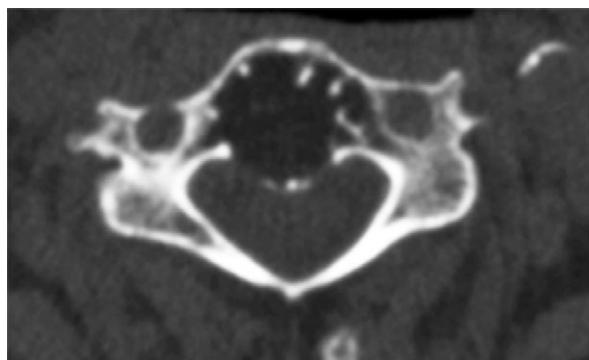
手术前对患者 A 脊椎 C_7 的 CT 扫描
